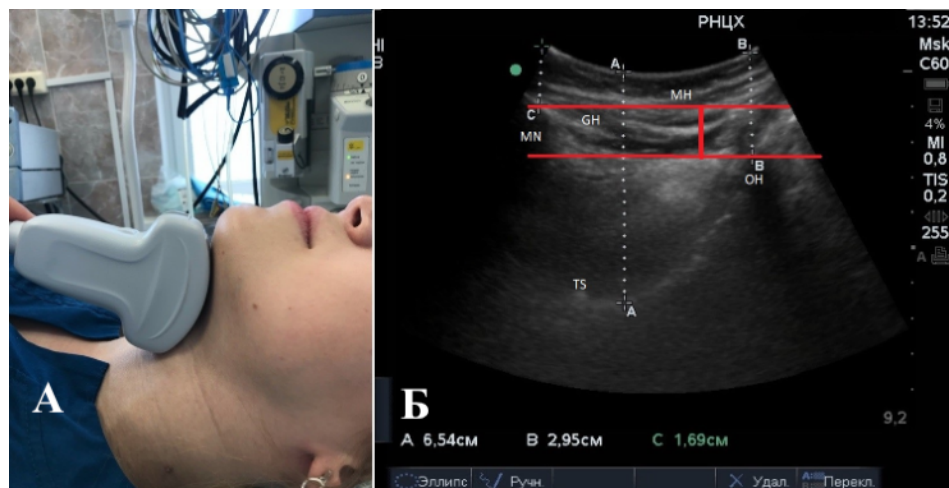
УЗИ языка и диафрагмы полости рта
